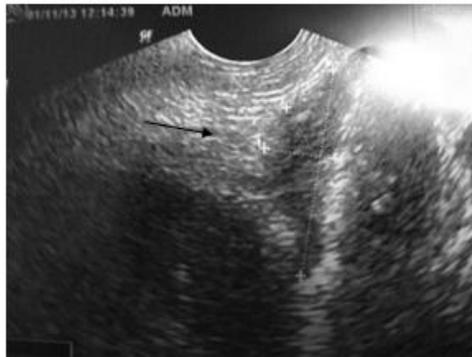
а — ТПУЗИ 7 суток после операции, за задней стенкой мочевого пузыря серома, которая при ТАУЗИ не визуализируется; б — ретроградная цистография 8 суток после операции, целостность анастомоза не нарушена, затеков нет, серома по задней стенке мочевого пузыря не определяется; в — ТРУЗИ 21 день после операции, серома сократилась в размерах
